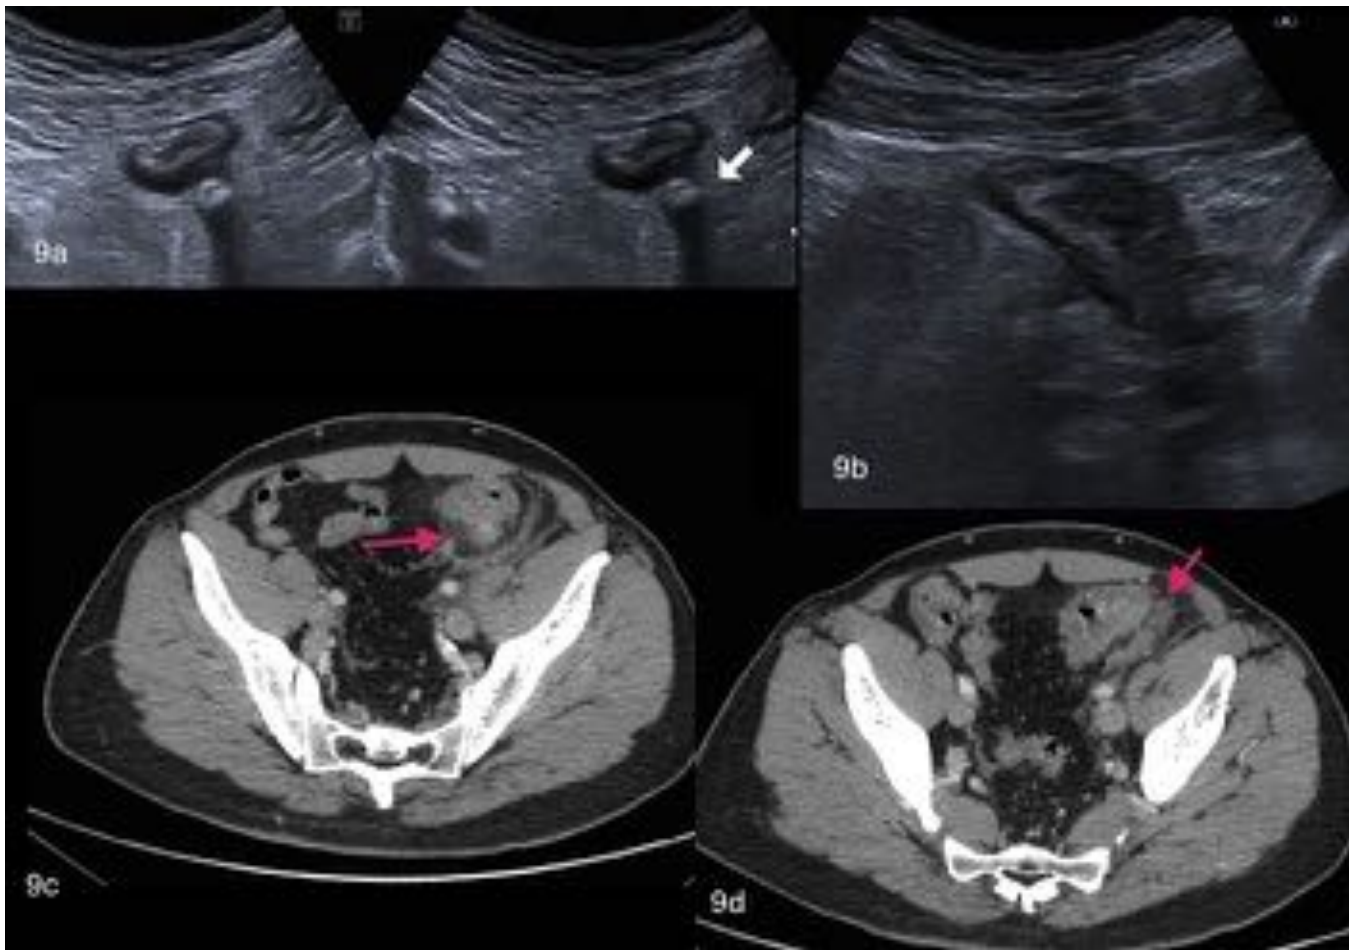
Varón de 45 años con dolor en fosa iliaca izquierda y defensa local. Los hallazgos en ecografía y TC son superponibles, obteniendo como diagnóstico DANC en colon descendente/sigma.
